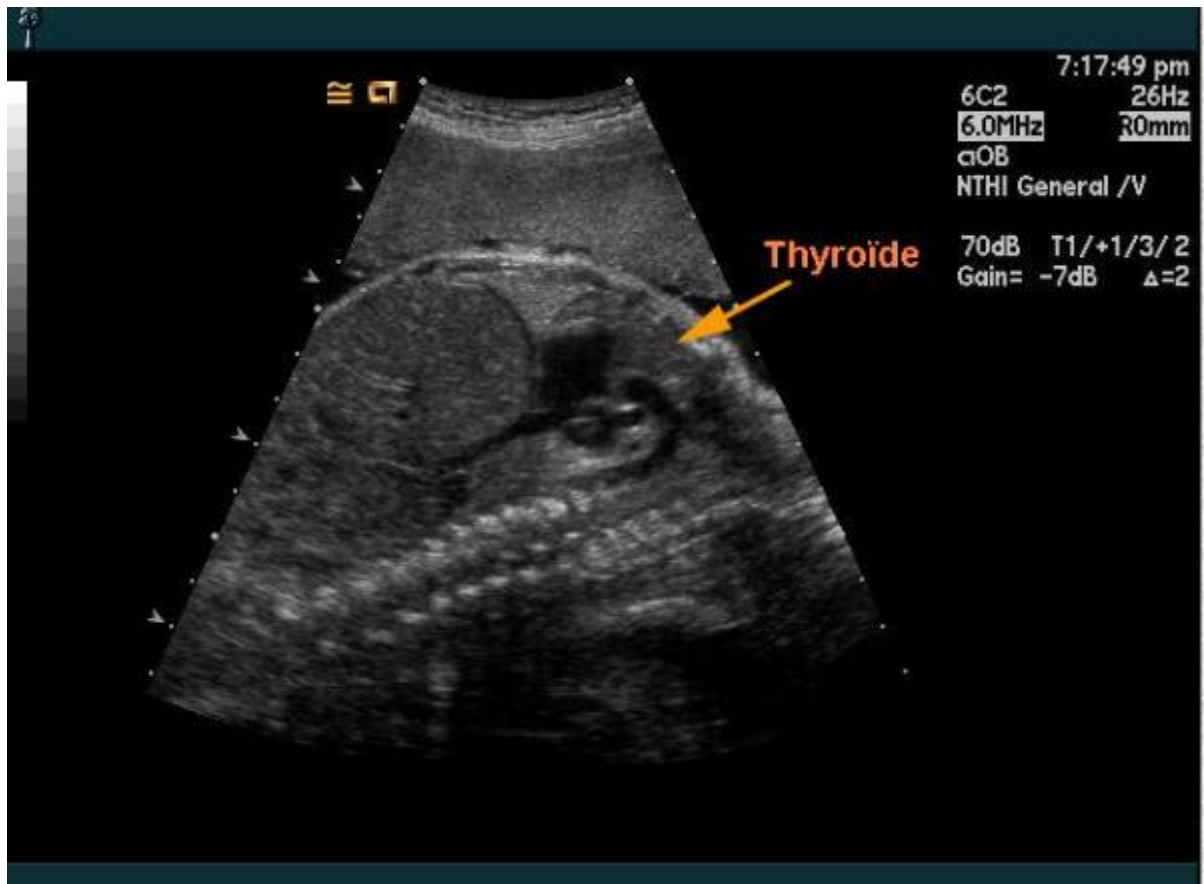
image échographique montrant la glande thyroïde foetale [16]
